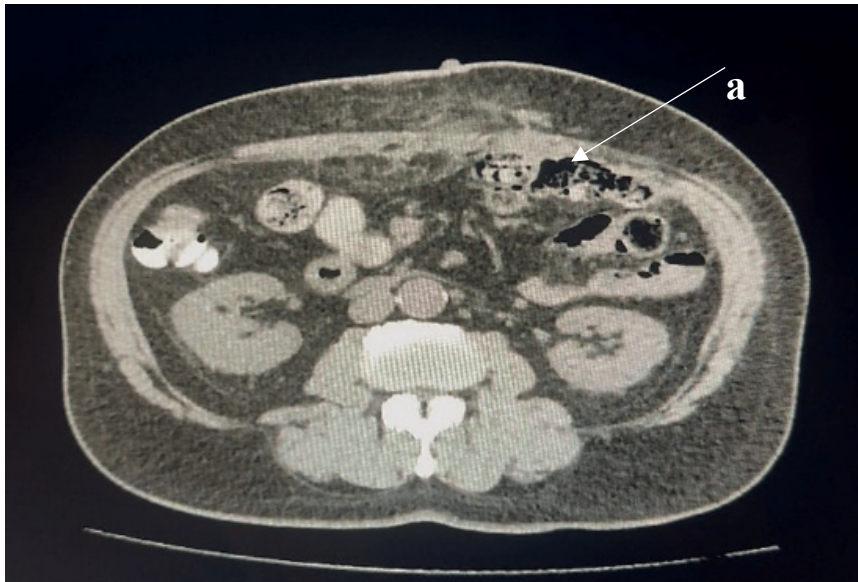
Томограмма больного А. через 1 месяц после операции, аксиальная проекция (объяснение в тексте)
